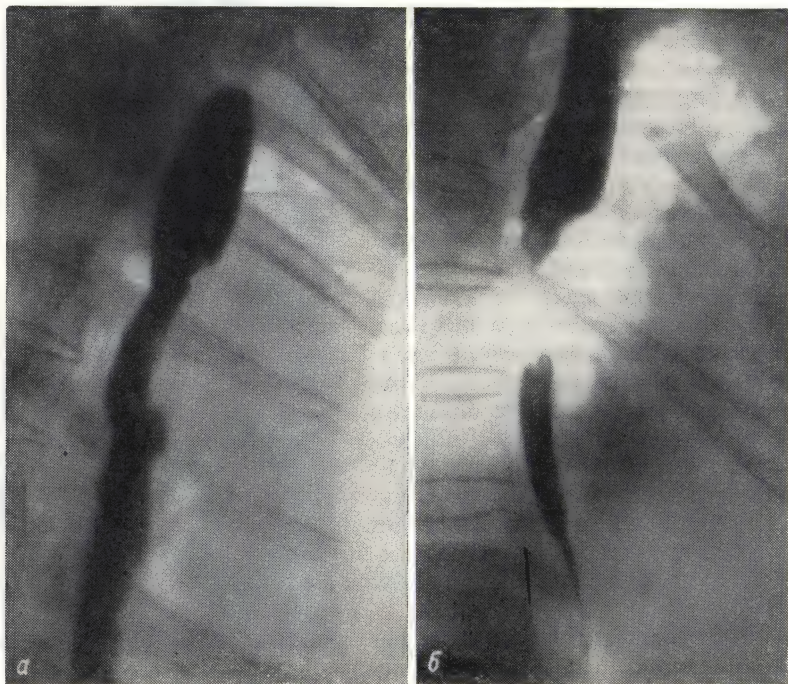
Рак пищевода (рентгенограмма).
